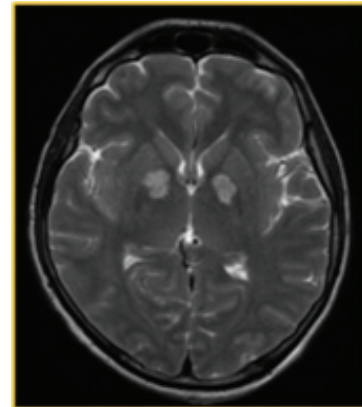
(слева). Тот же больной. При МРТ симметричный билатеральный патологический гиперинтенсивный сигнал на T2 FLAIR ИП в области бледных шаров (отек)
